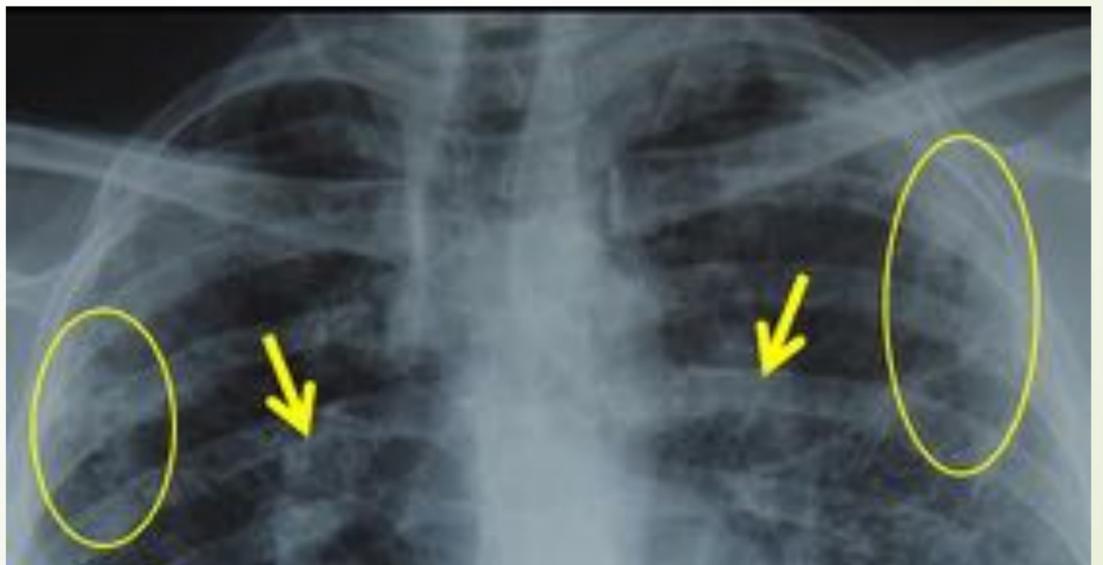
Radiografía de varón montador de conglomerados de cuarzo desde hace 11 años. Se aprecia un patrón micronodular bilateral más predominante en campos superiores y medios. Tendencia a la coalescencia de los nódulos en la periferia de ambos lóbulos superiores. Aumento de tamaño de ambos hilos en probable relación con presencia de adenopatías. Hallazgos compatibles con silicosis crónica complicada.
